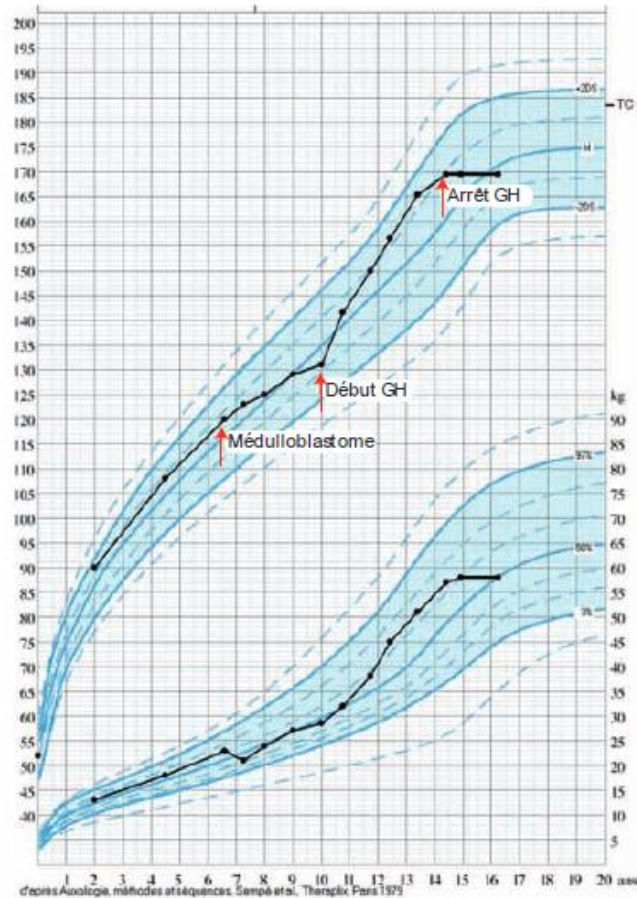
Courbe de croissance d'un garçon traité pour un médulloblastome cérébelleux à l'âge de 6 ans ½ par chimiothérapie et radiothérapie cranio-spinale (36 Gy sur l'axe cranio-spinal avec surimpression jusqu'à 55 Gy sur la fosse postérieure). Traitement par hormone de croissance de l'âge de 10 à 14 ans ½. Puberté spontanée à 12 ans. Taille finale : 170 cm, IMC : 19.7 Kg/m² - TC = taille cible
